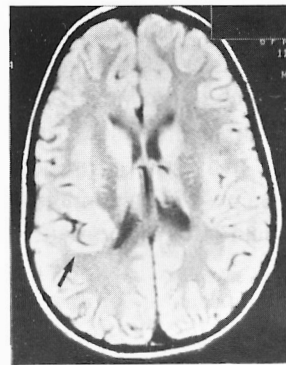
RM cerebral. Displasia cortical temporal direita, justa rolândica, com redução da substância branca.
